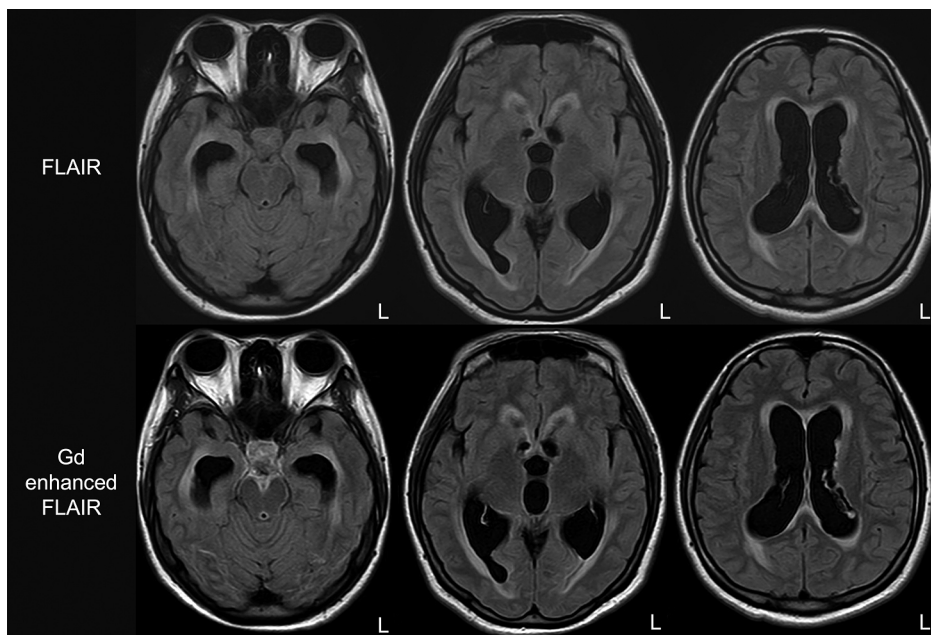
Findings from brain contrast-enhanced MRI examinations were obtained on the sixth day of hospitalization.
